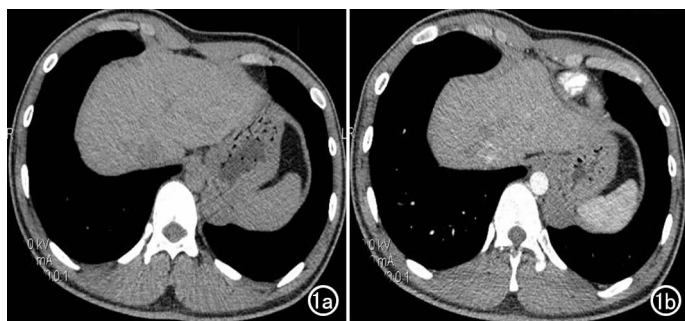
支气管囊肿。a) CT 平扫示左下肺近脊柱旁类圆形软组织块影; b) CT 增强扫描示病灶强化不明显。
